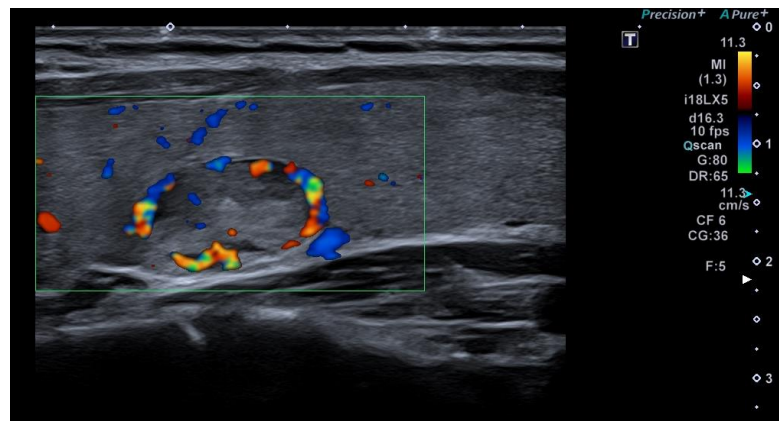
УЗИ щитовидной железы: пери- и интранодулярное кровоснабжение очага в режиме цветового доплеровского картирования.
